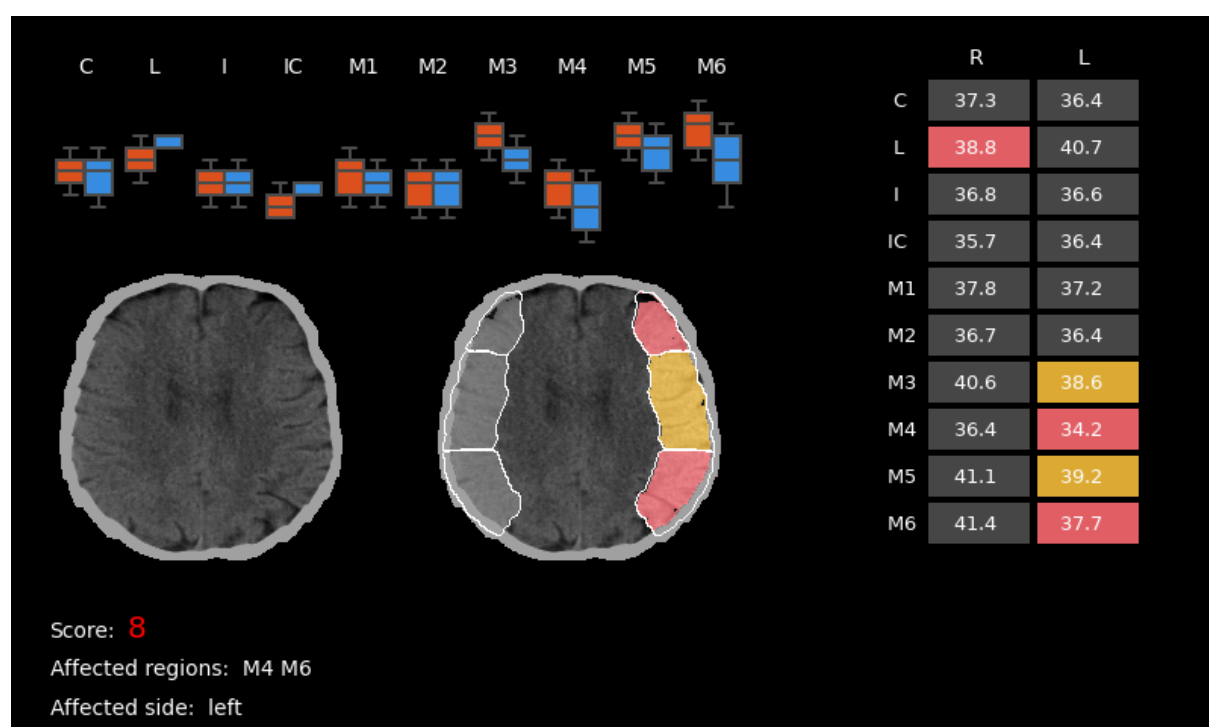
Exemple de sortie StrokeViewer ASPECTS. Les régions en jaune indiquent qu'elles sont potentiellement affectées (leur différence d'UH s'approche du seuil prédéfini pour être considérées comme affectées) tandis que celles en rouge ont une différence d'UH supérieure au seuil et sont considérées comme affectées.
